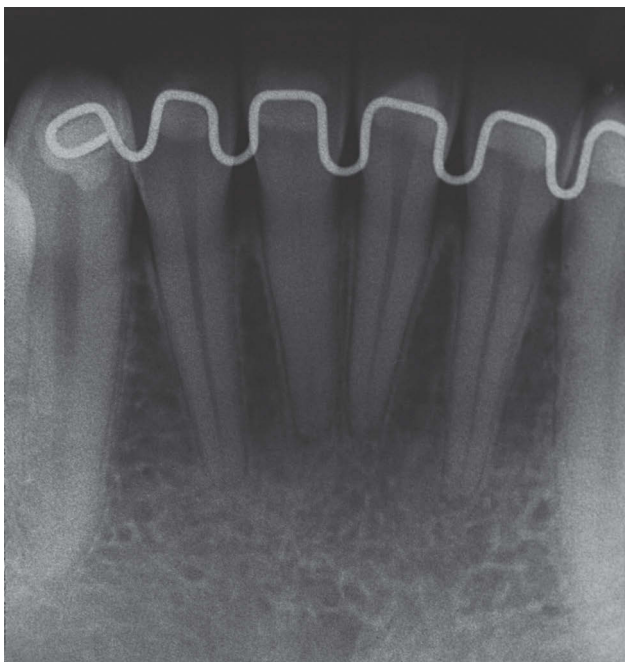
Radiografia periapical evidenciando alteração no dente 41.
